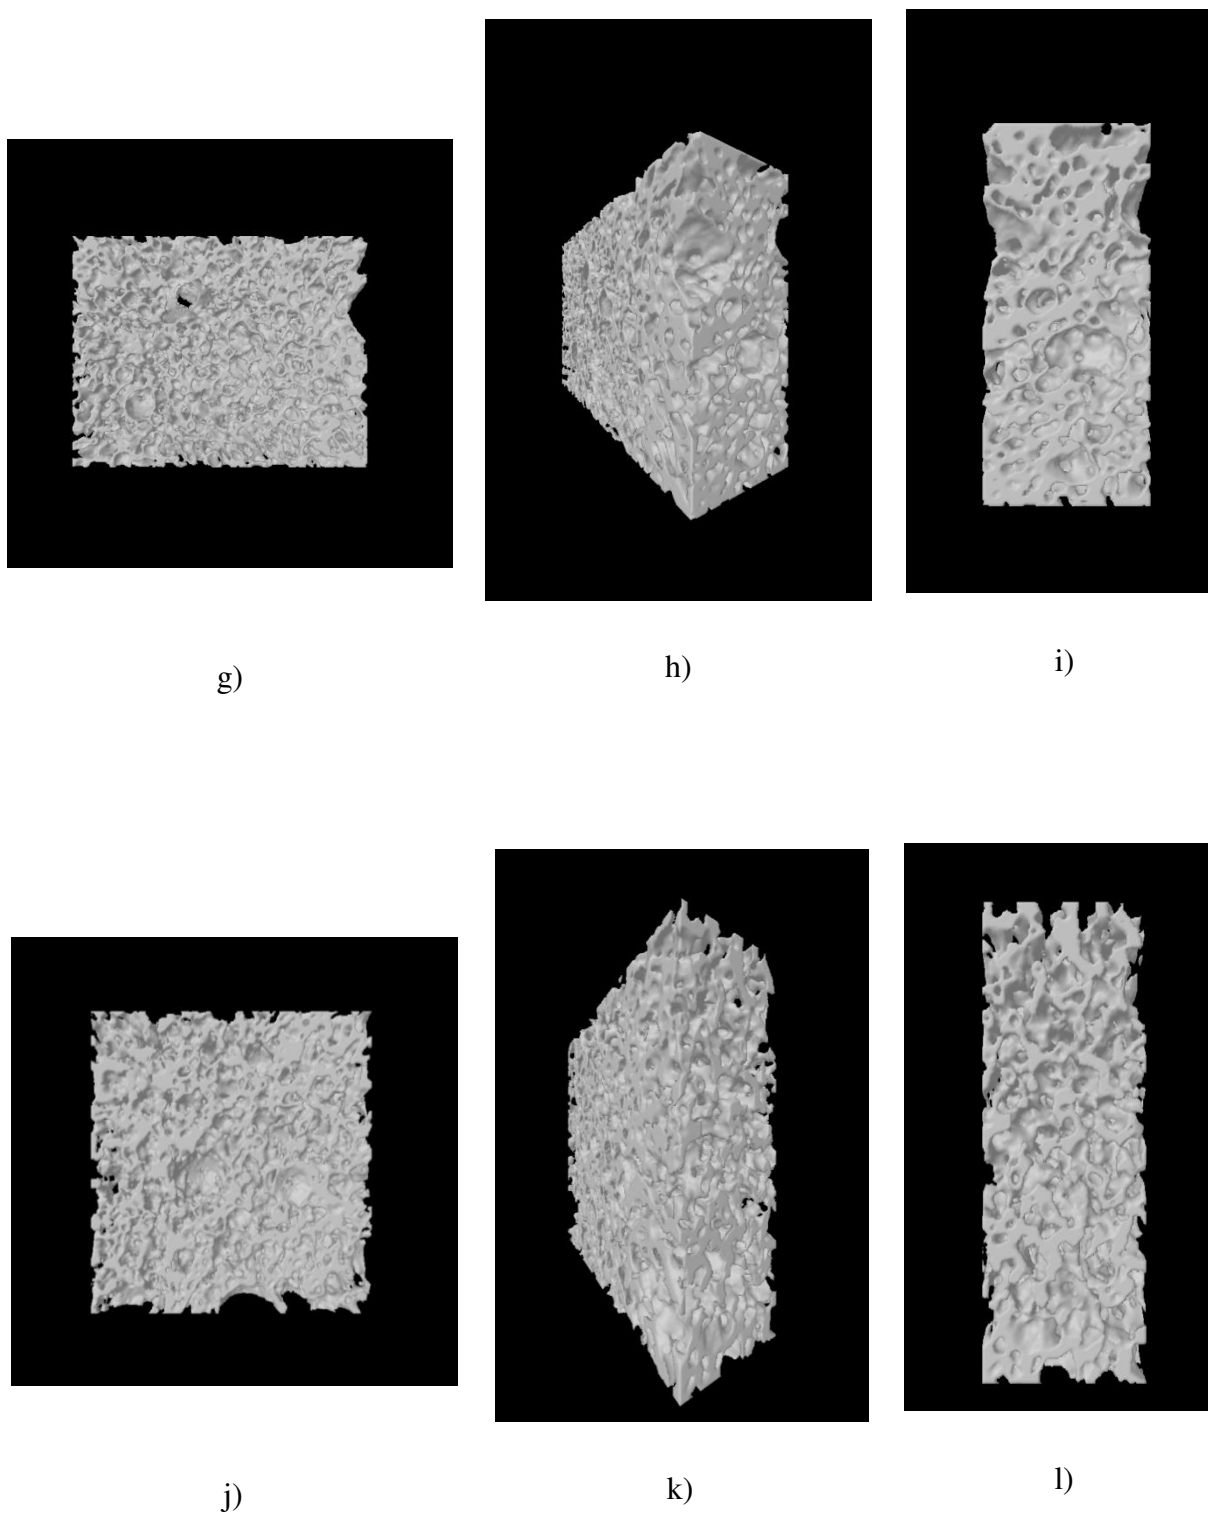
Microtomografias de raios X (Imagens 3D) dos poliuretanos PUB 1.5 (a, b, c); PUB 2.0 (d, e, f); PUT 1.5 (g, h, i); e PUT 2.0 (j, k, l), produzidos em bancada.
